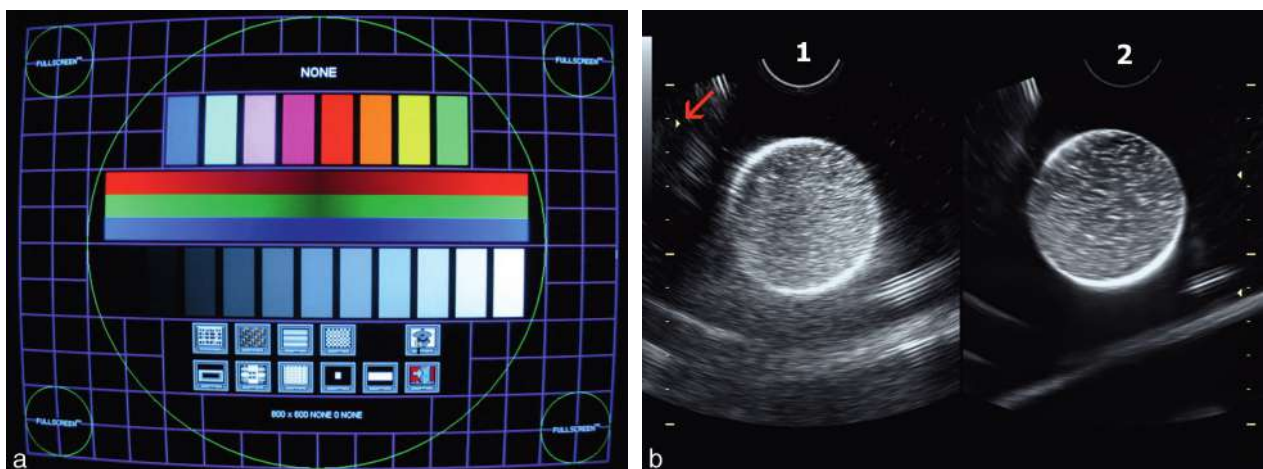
Réglages de l'appareil d'échographie. a. Mire de réglage de l'écran. b. Différence entre mauvais (1) et bons (2) réglages. La zone de focalisation (→) est mal placée en 1. Focalisation parfaite en 2.
